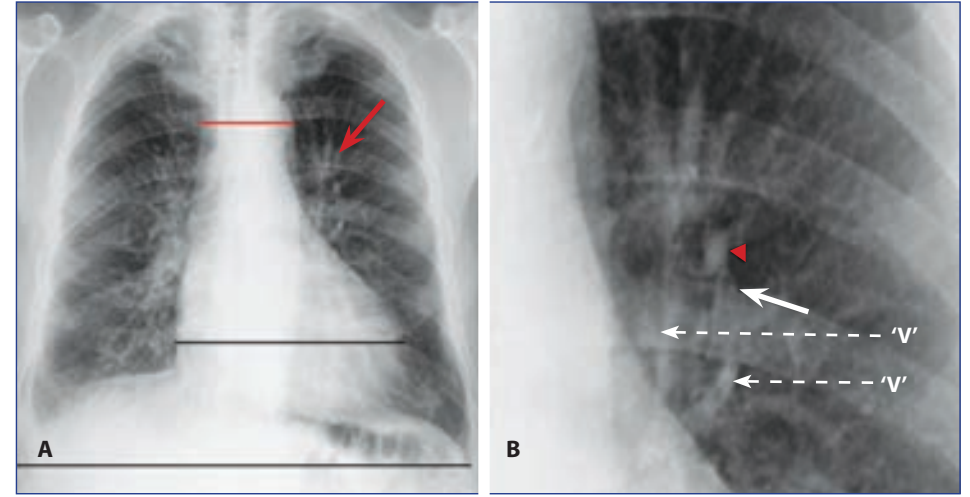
34: Kronik konjestif kalp yetersizliğinde (A) PA göğüs radyografisi alt loblara göre sol üst akciğer segmentinde damarların sayısı ve büyüklüğünü arttığını göstermekte (ok). Aynı hastanın önceki filmine göre Kardiyotorasik oran artmış ve vasküler pedikül genişlemiş (kırmızı çizgi), (B) Perihiler bölgede arter kesitinin (okbaşı) Bronş kesiti çapına (ok) oranı artmıştır. (Sol üst akciğer segmentlerinden sol atriyuma- doğru genişlemiş pulmoner venler (kesintili oklar ve V).
